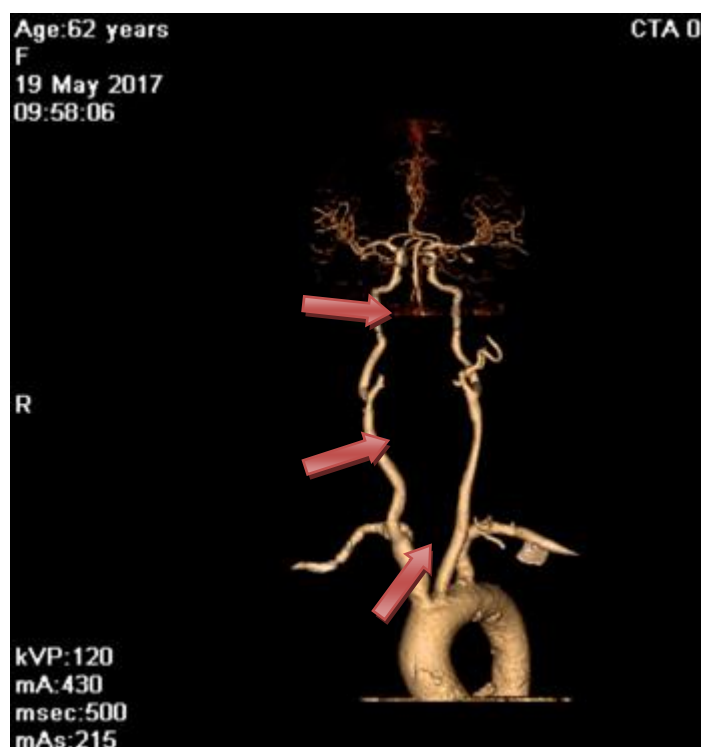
МСКТ после операции (восстановление проходимости после тромбэмболизмомии из правой ОСА, ВСА и НСА)
